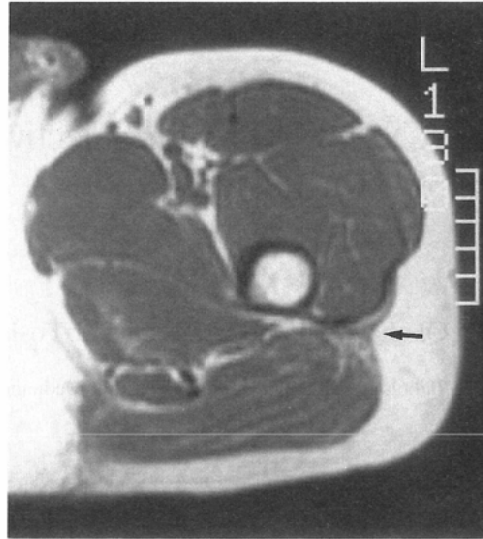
MRI of volunteer 39-year-old male. (A) The axial T1-weighted (SE 600/20) image taken in the supine position showing the lateral femoral intermuscular septum to direct laterally (arrow) and look as if being composed mostly of the vastus lateralis muscle fascia. (B) An MR image taken in the prone position shows the septum still to direct toward the vastus lateralis muscle (arrow). (C) An MR image taken in the prone position with contraction of the gluteus maximus and quadratus femoris muscles shows the septum directing toward the back (arrow).
